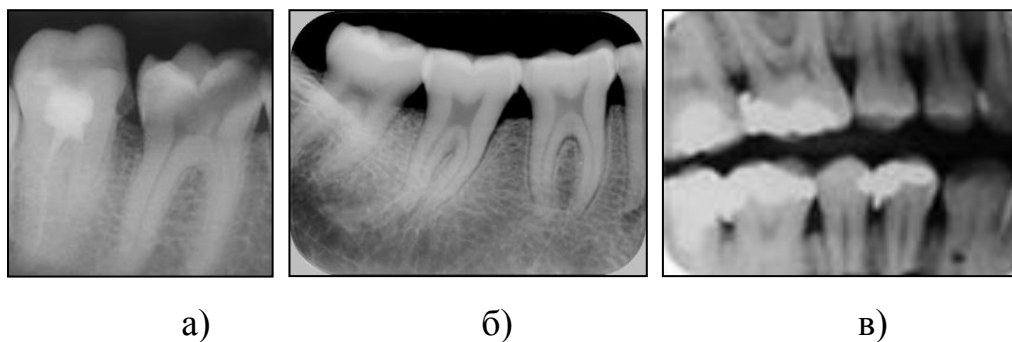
Фотографии прицельных рентгенограмм зубов (а); интерпраксимальных рентгенограмм (б); окклюзионных рентгенограмм (в).
